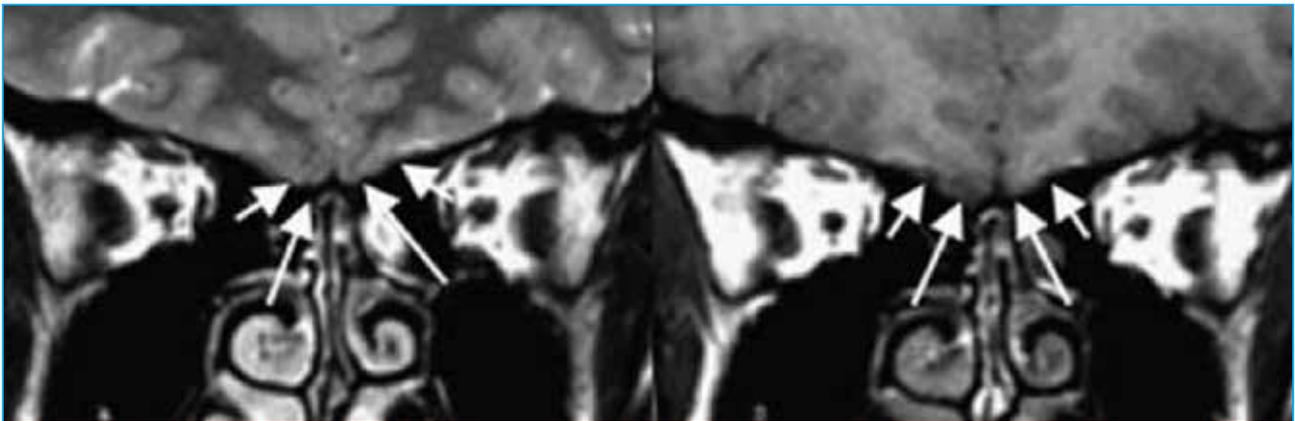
RM de un paciente con ausencia de surco olfatorio (flechas cortas), bulbo y haces olfatorios (flecha larga). (Tomado de Zhang Z, 2016).
